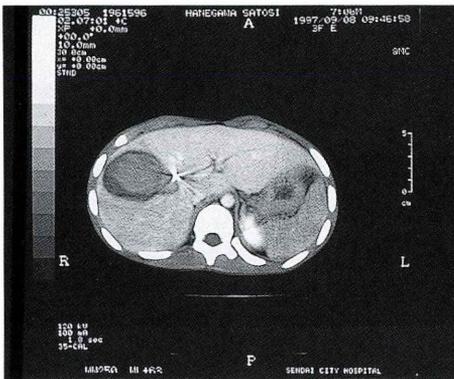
TAE 施行後 CT 動脈瘤は造影されない。
